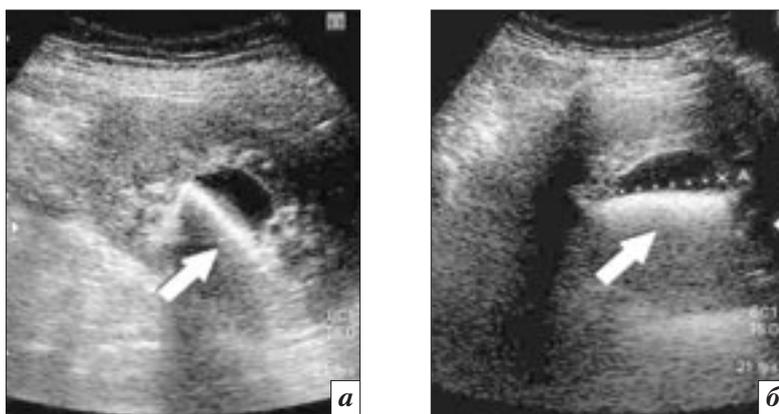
Эхограммы правой почки с крупным ДЧП с «кальциевым молоком»: а – полость с эхонегативным содержимым (стрелка); б – смещаемый при поворотах большой горизонтальный эхопозитивный уровень (стрелка) с широкой ультразвуковой дорожкой, трактованный при первичном УЗИ как крупный конкремент, по поводу которого проводился сеанс ДЛТ (безуспешно)
